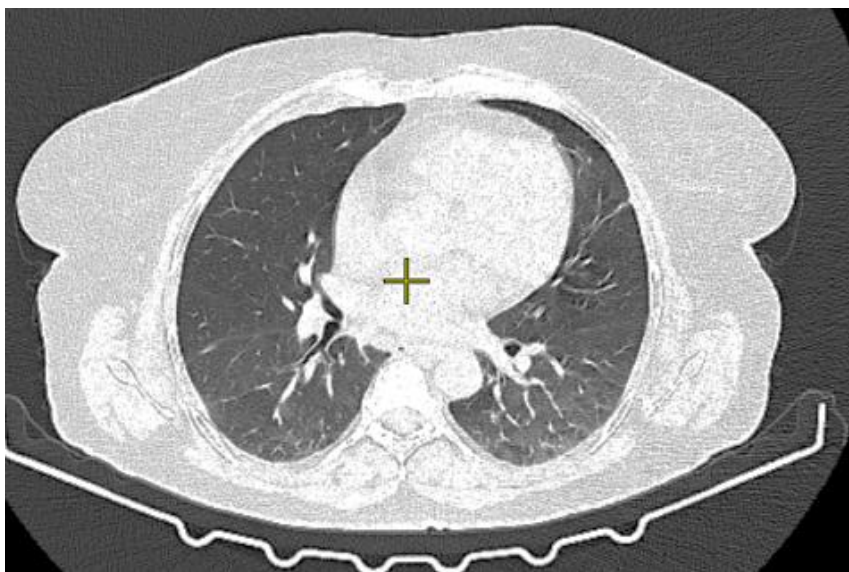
КТ ОГК. Вирусная (COVID-19) пневмония. Симптом «матового стекла»
